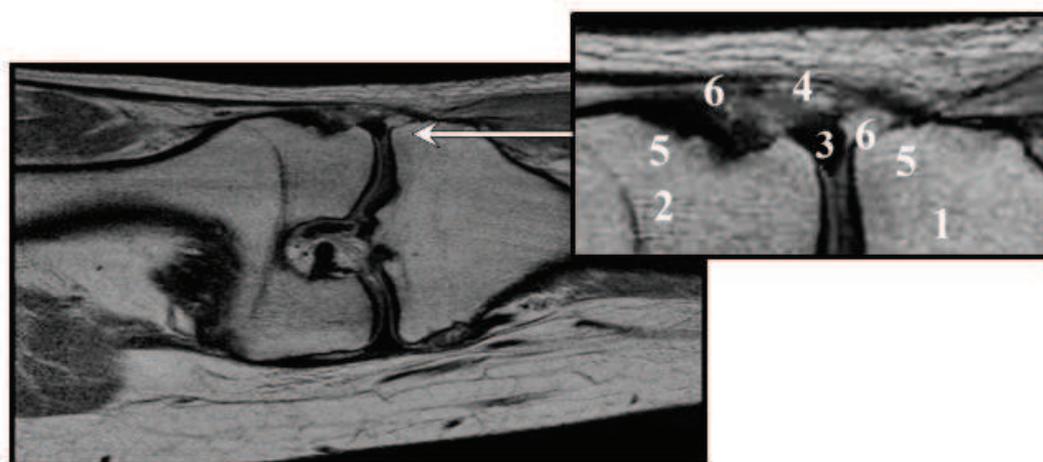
Визуализация поражения левого коленного сустава у пациента В. с реактивным артритом методом МРТ в режиме T2: 1 – суставная поверхность большеберцовой кости; 2 – суставная поверхность бедренной кости; 3 – выпот; 4 – большеберцовая коллатеральная связка; 5 – эрозия воспаления (локальный остеолит замыкательной пластины кости в местах инсерции энтеза); 6 – энтезит.
